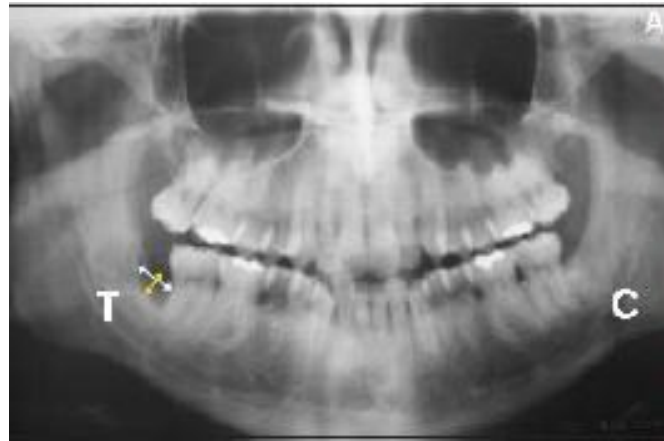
Radiografia de controle, 7 dias após intervenção cirúrgica. Adaptado de Aquino et al., 2009.
